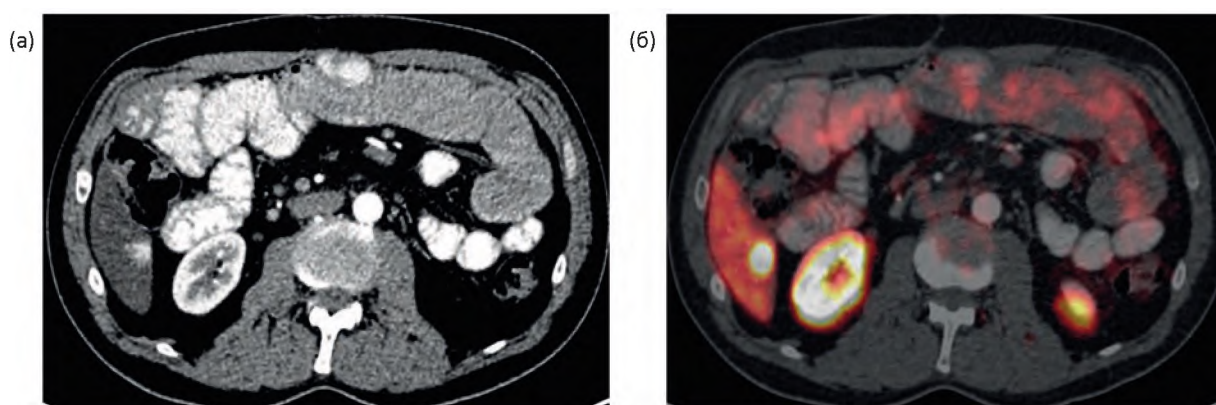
Аксиальные изображения ПЭТ/КТ с ^{68}Ga -DOTATATE. (а) — КТ, выполненная в позднюю артериальную фазу; (б) — совмещённые ПЭТ/КТ изображения (fusion) на уровне нижних отделов правой доли печени. В 6 сегменте печени при КТ определяется гипervasкулярное образование, в котором на ПЭТ-изображении при совмещении изображений регистрируется повышенное накопление РФП
